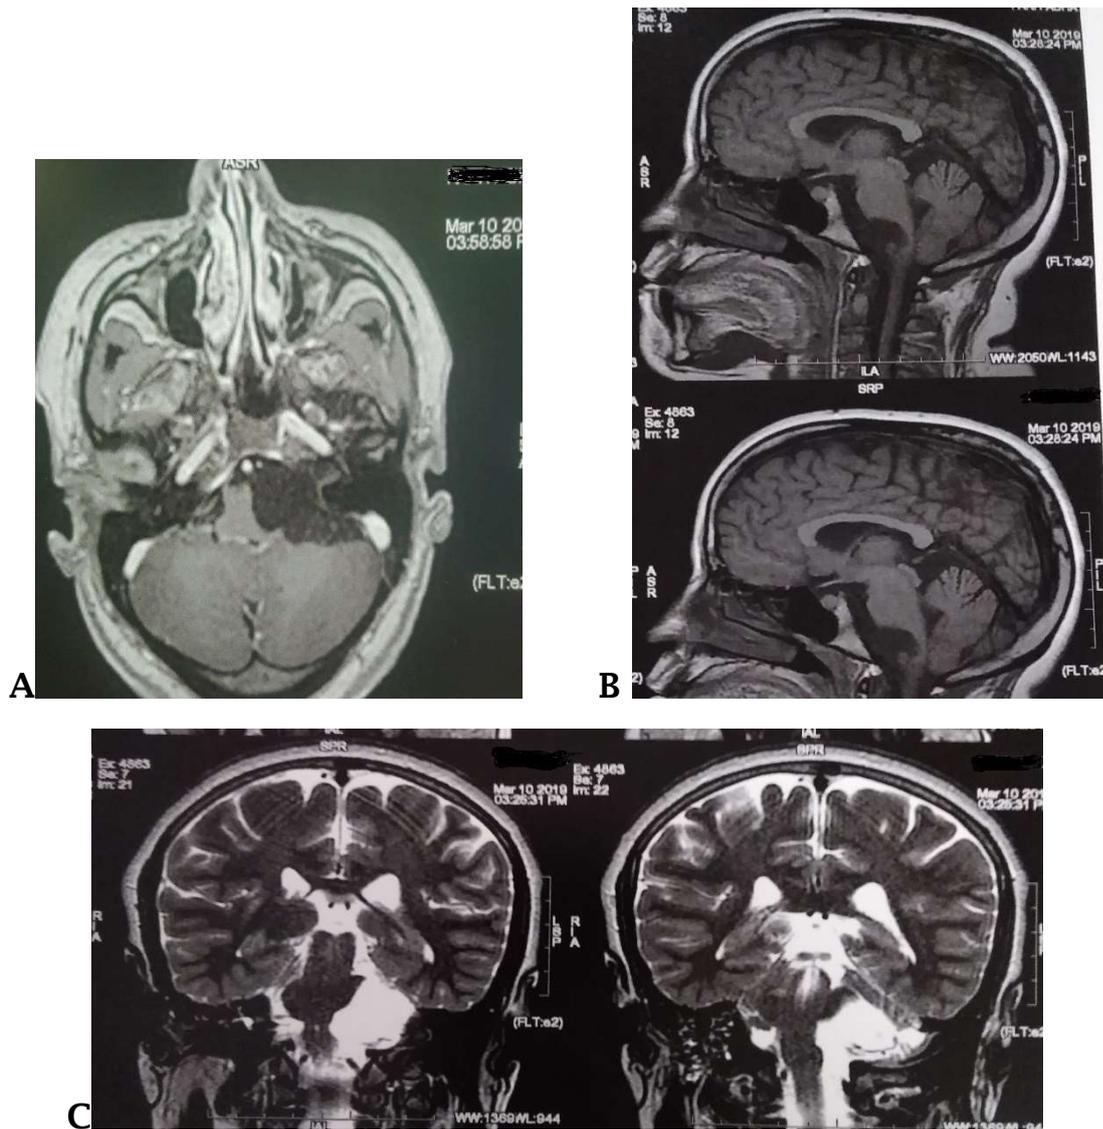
La vue axiale T1 de l'IRM (A), les vues coronales T1 et T2 sagittales du second patient montrant un kyste épidermoïde dans la JCV et la partie inférieure de l'angle PC.
